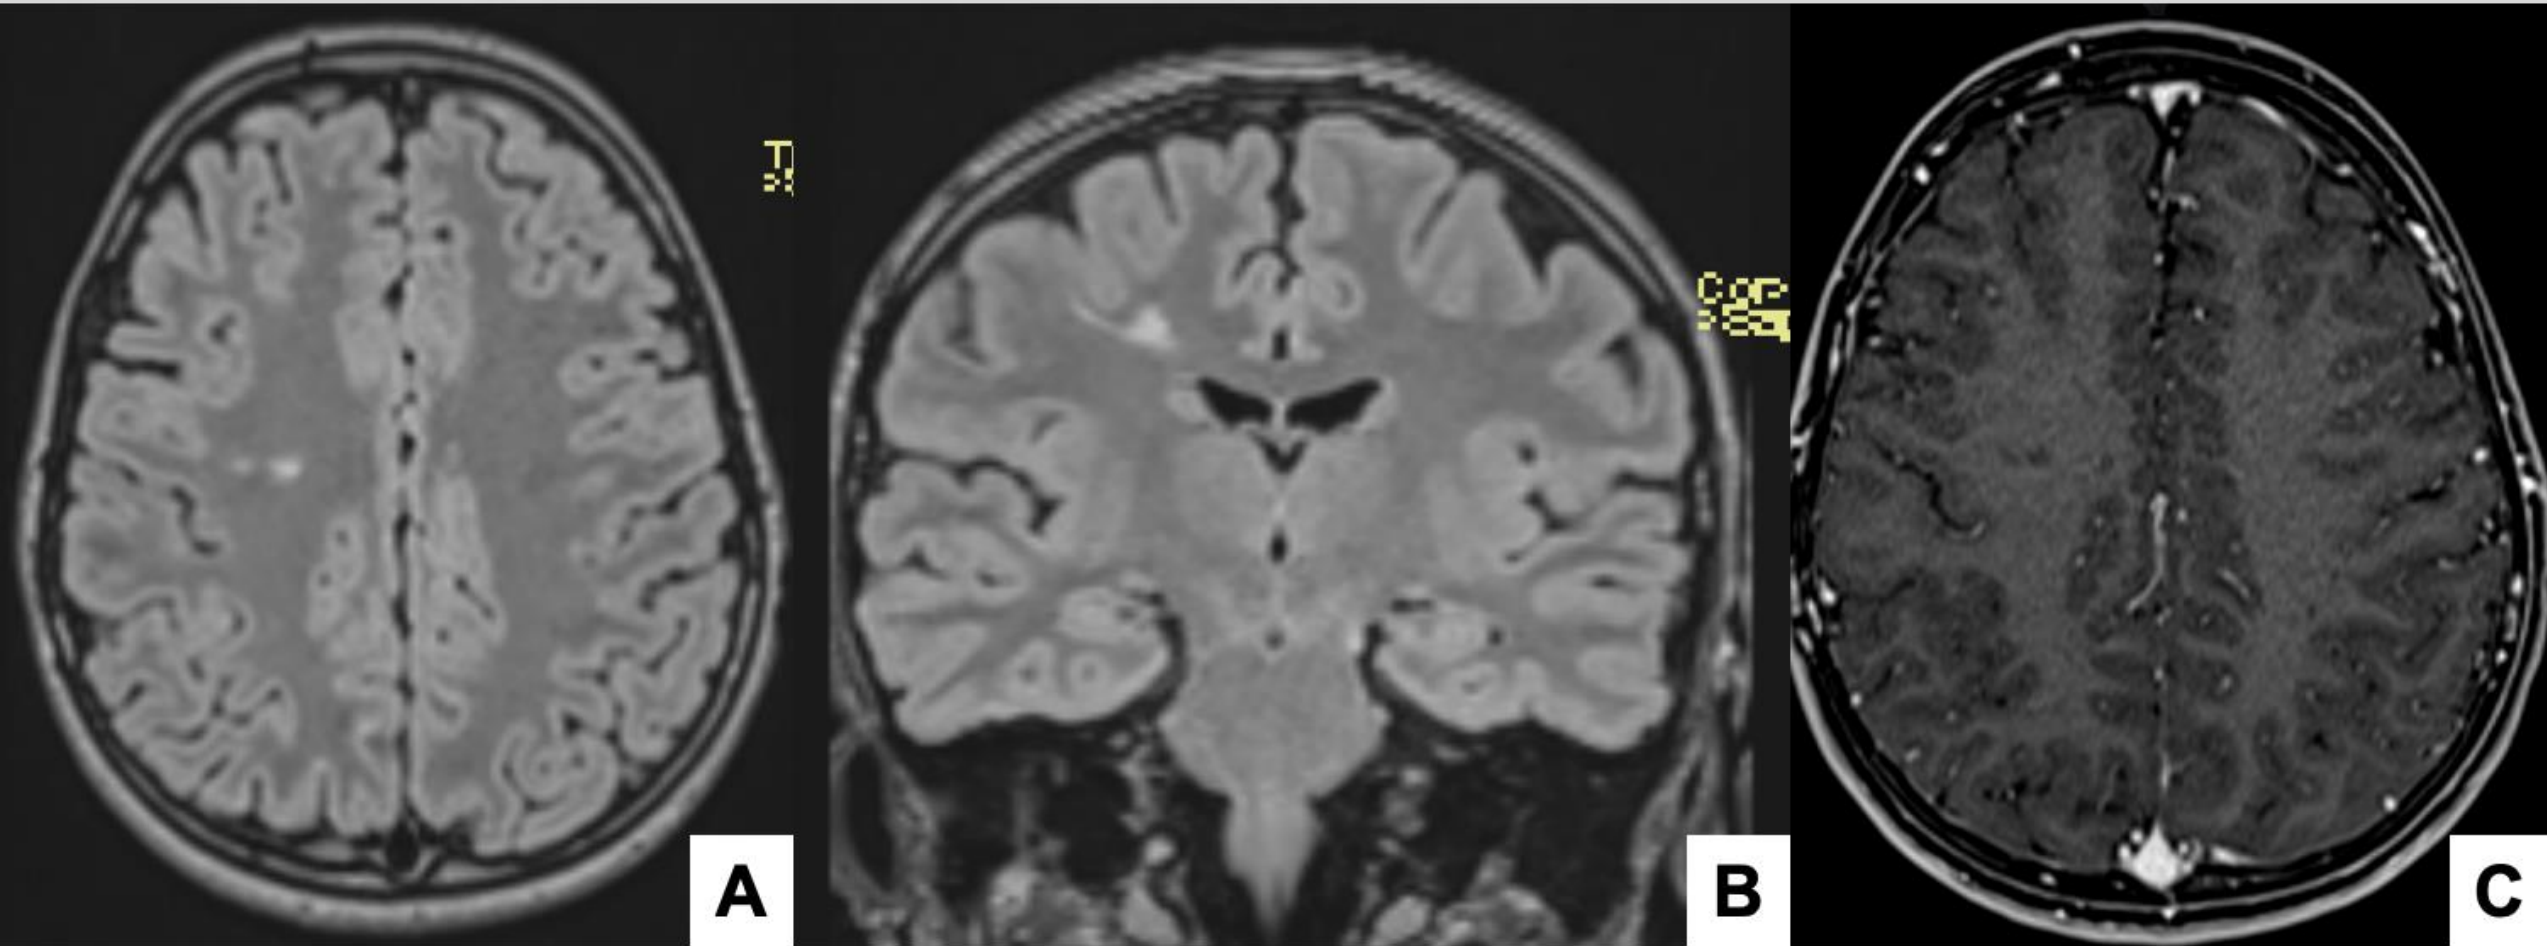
RM DE CRÁNEO. T2WI-FLAIR axial y coronal. T1WI fat-sat con contraste. ADEM. Niño de 10 años. Focos de hiperintensidad de señal en centro semioval derecho (A, B). No se aprecia realce de contraste (C).
